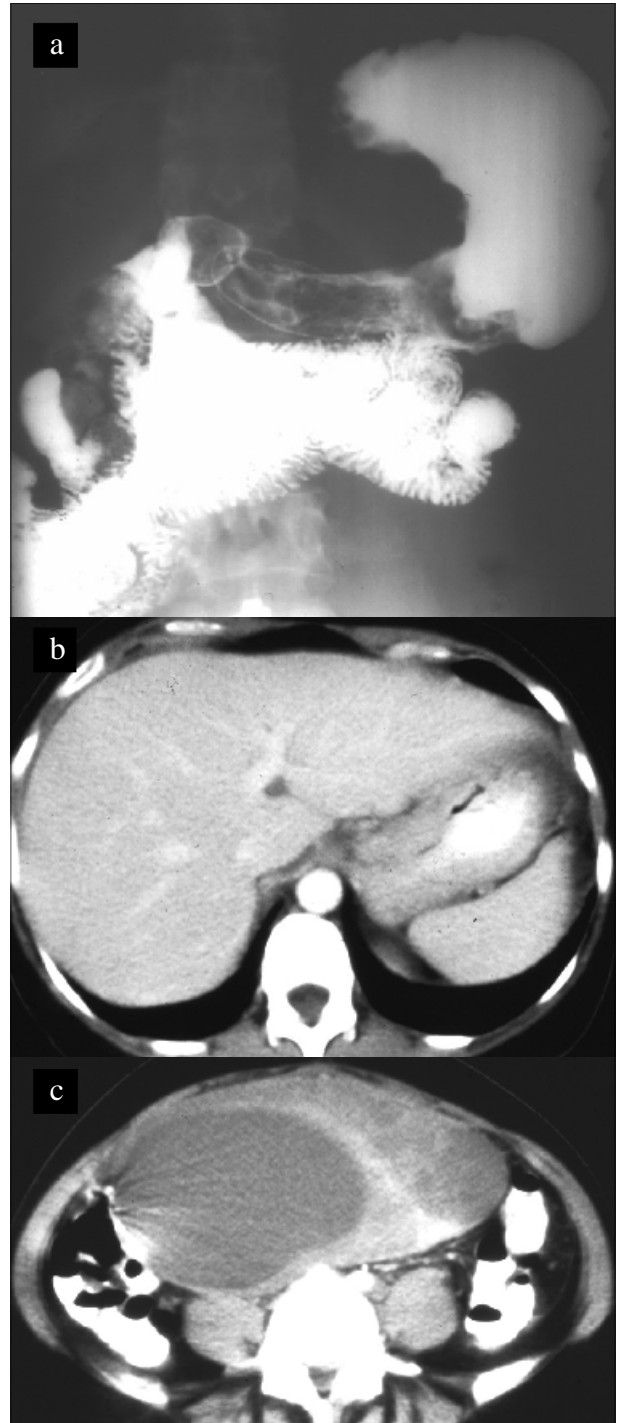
Metástases ováricas bilaterais de tumor gástrico a) estudo radiológico com duplo contraste do estômago, b) TC- espessamento parietal no antro gástrico, c) e d) TC lesões expansivas mistas nos ovários
